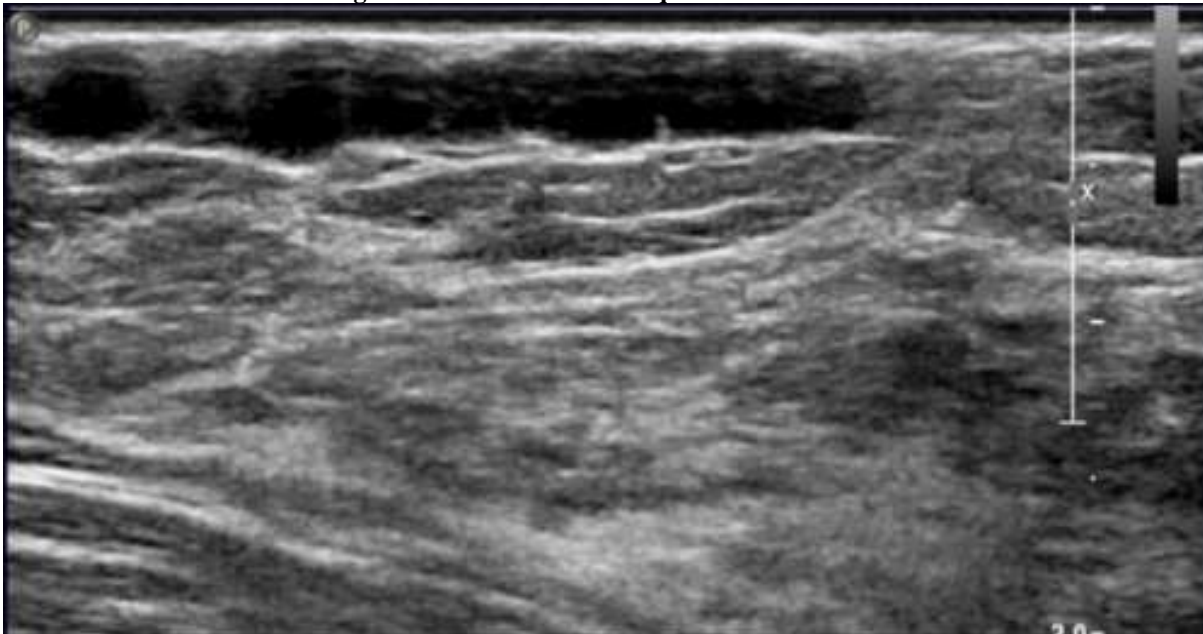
Structure tubulaire allongée hypoéchogène Pas de flot à l'étude Doppler couleur • L'aspect caractéristique en chapelet est dû à la fibrose périveineuse
